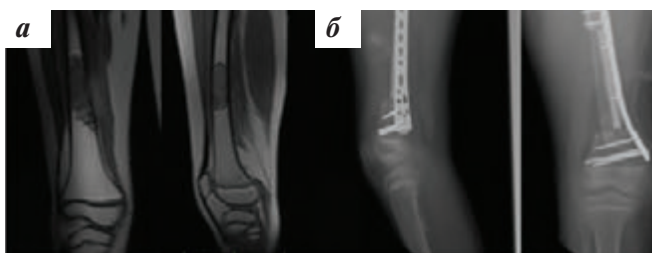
Предоперационная МРТ патологического очага (а) и послеоперационная рентгенография (б)
